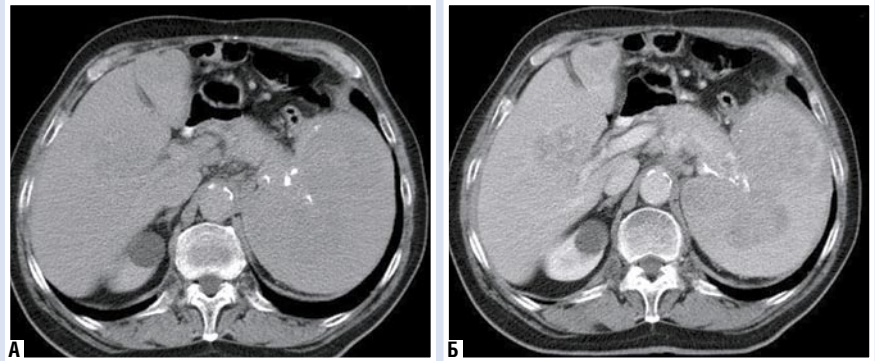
КТ-изображение метастазов карциноида желудка в селезенку в нативную (А) и контрастную (Б) фазу исследования
